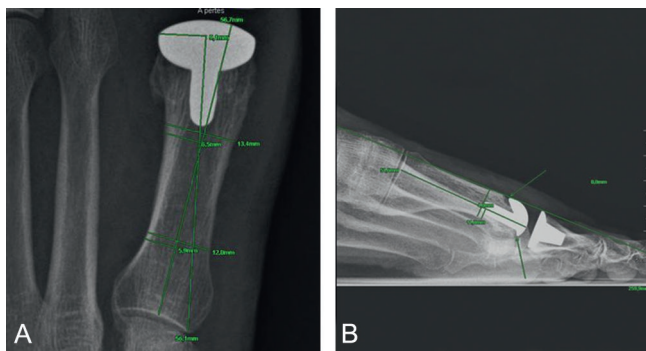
Contrôle radiographique à 2 ans.
